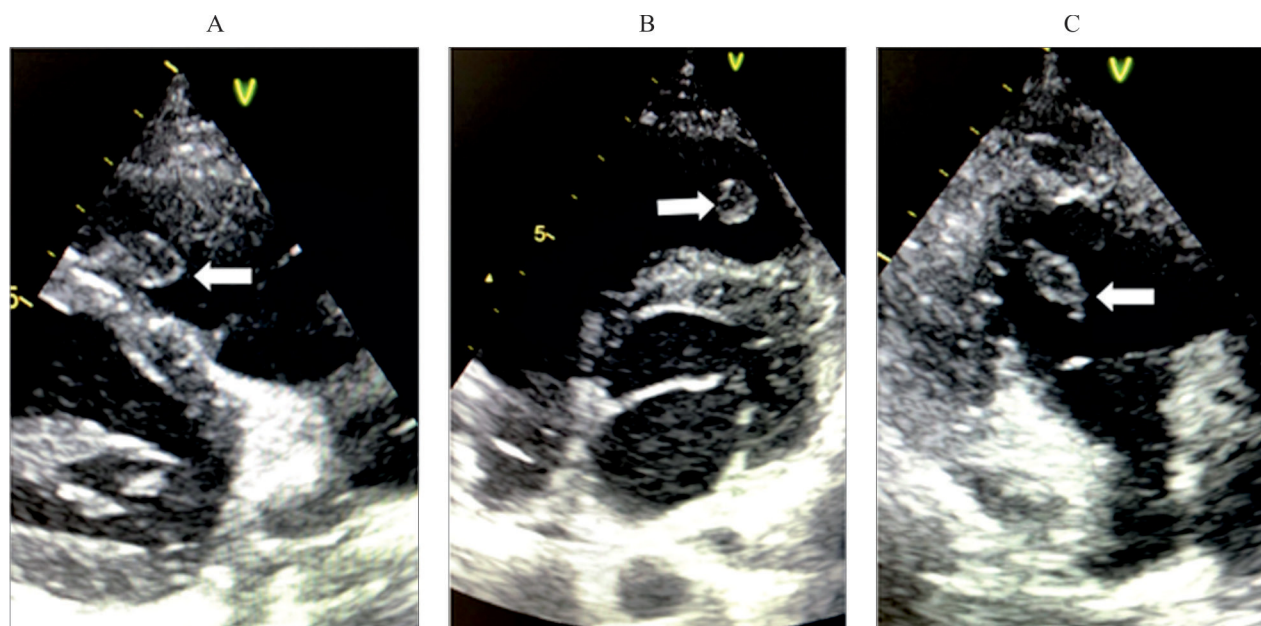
Эхокардиограммы от 09.11.2022:
